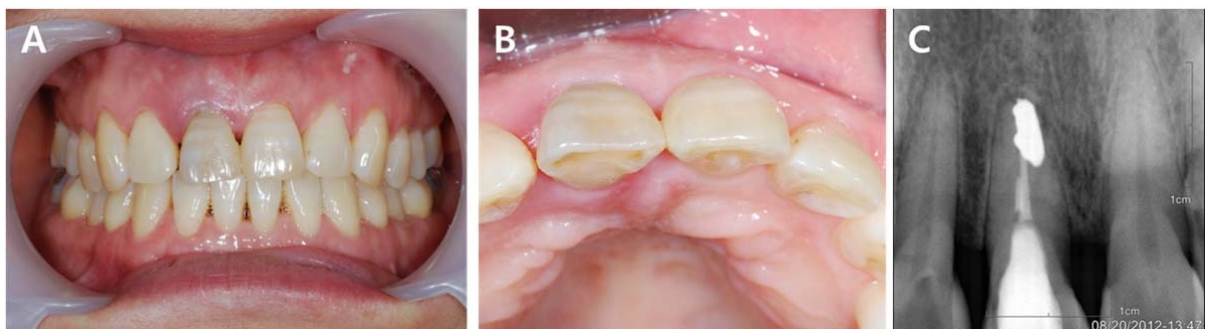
Intraoral photographs and radiograph at first visit. (A) Facial view. (B) Occlusal view. (C) Periapical view.
